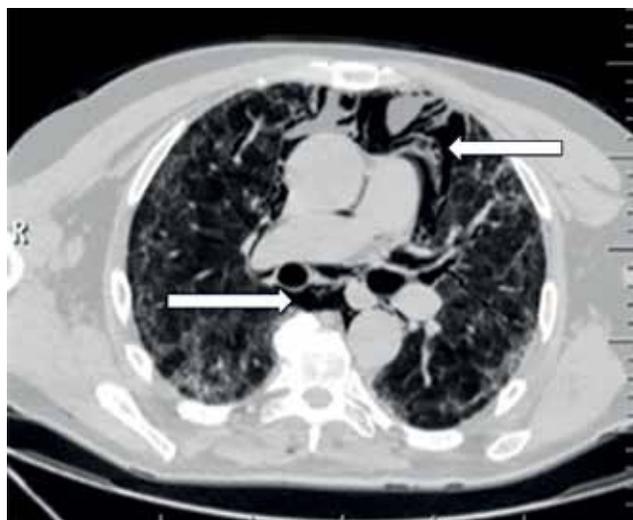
МСКТ органов грудной клетки пациента Б. Стрелками обозначены участки воздуха
